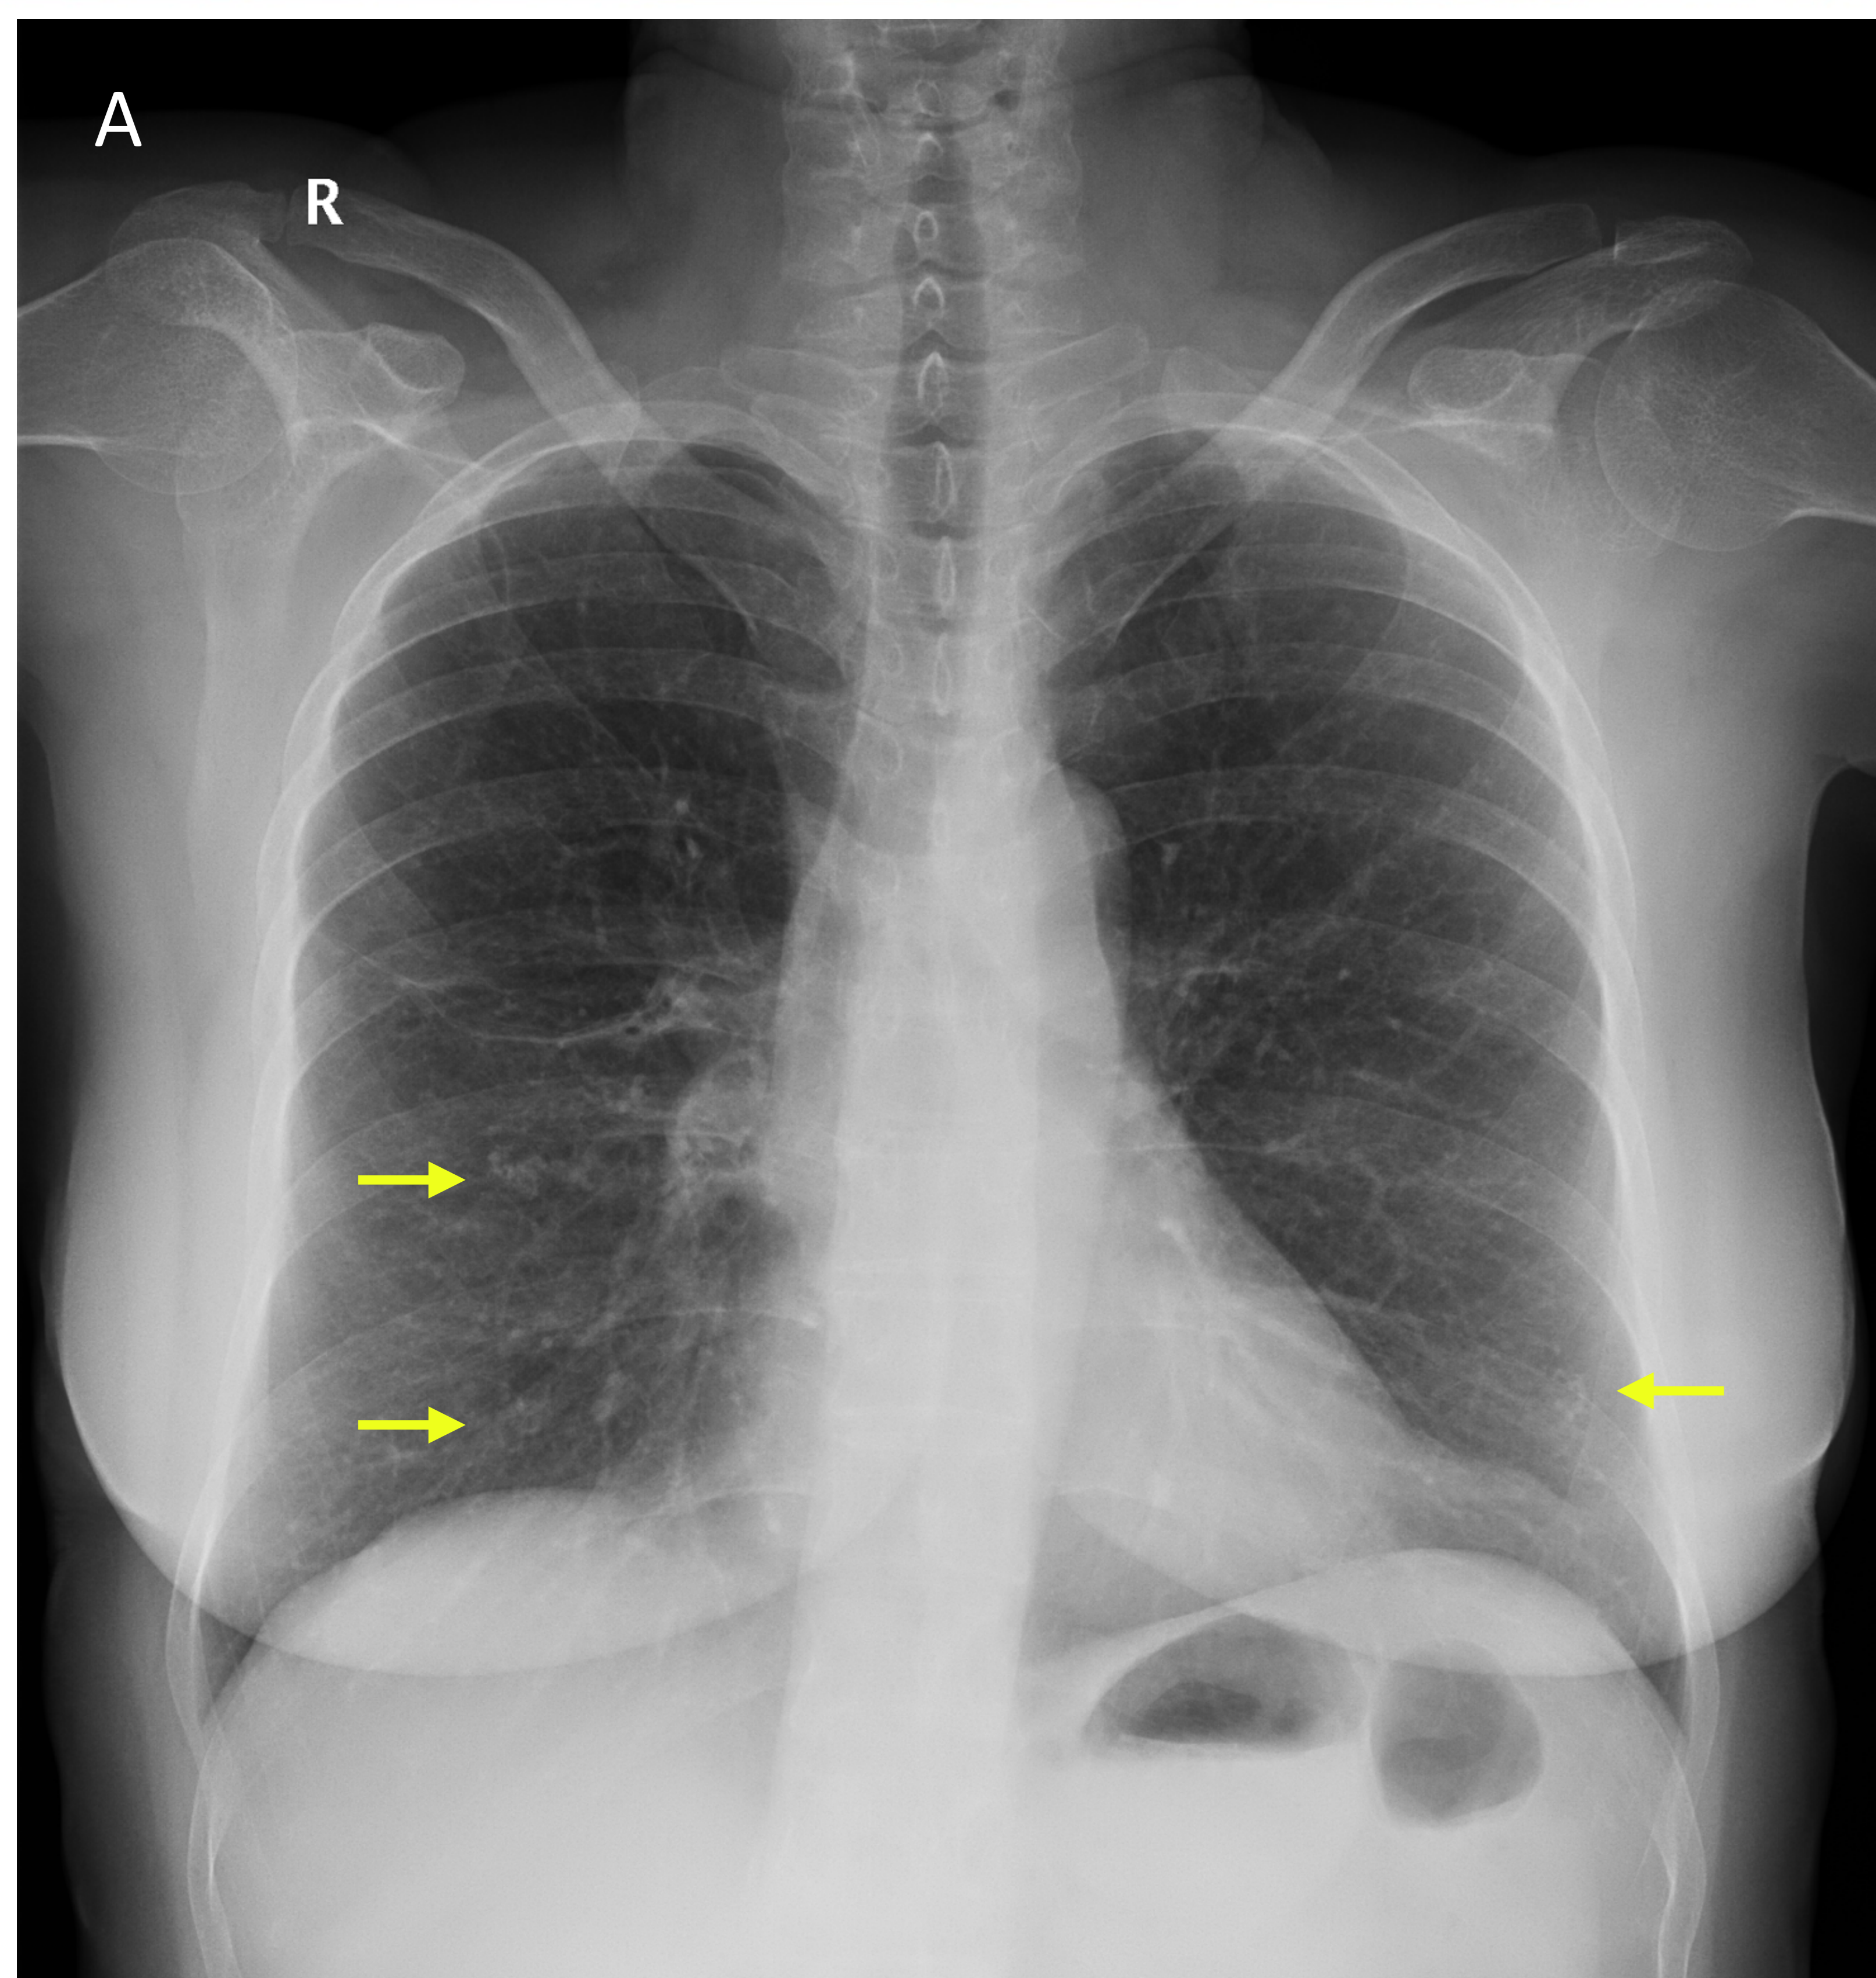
Mujer de mediana edad con imágenes de densidad cálcica en ambas bases pulmonares (flechas amarillas), que en la proyección lateral se confirma localización mamaria (flechas rojas), B. Confirmándose múltiples nódulos mamarios con calcificaciones distróficas mediante TC, C.
